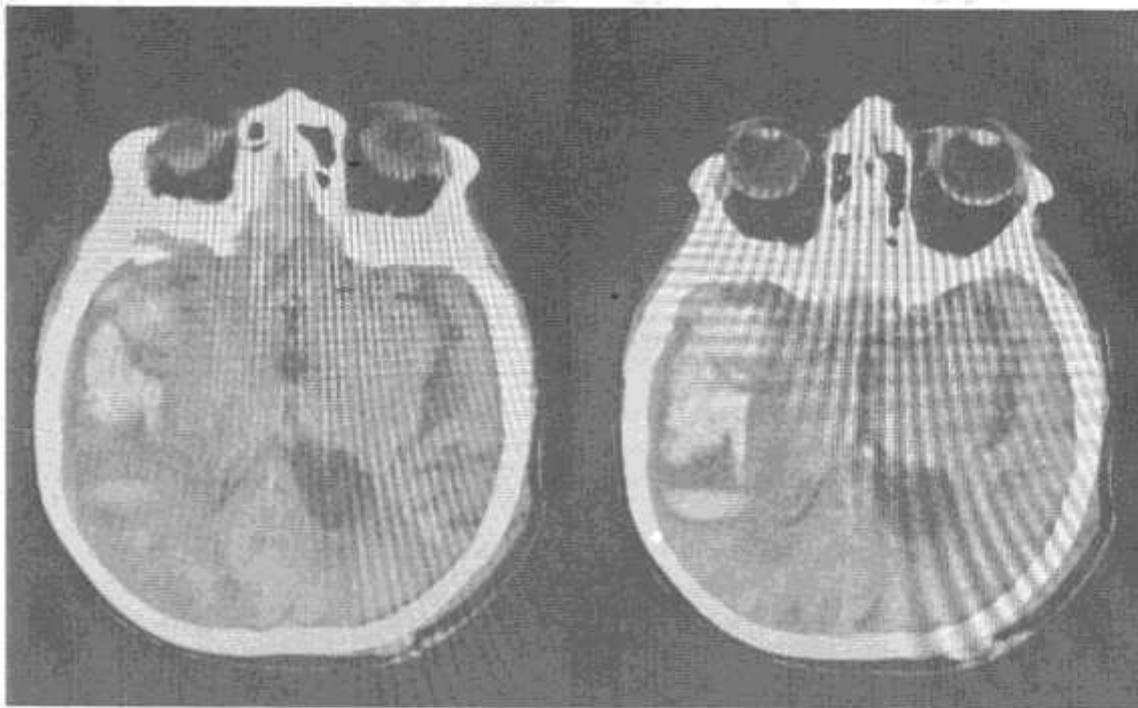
Спиральная компьютерная томография пациента Е. при поступлении
